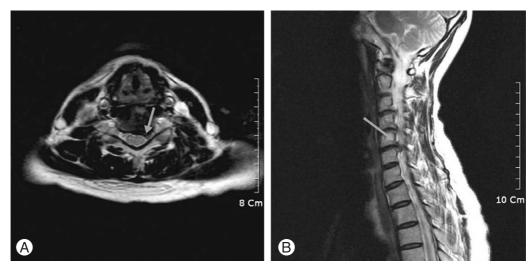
Imaging studies obtained in a 52-year-old woman (Case 2) who presented with severe neck and radicular pain on left upper extremity. Preoperative axial (A) and sagittal (B) T2 weighted MR image demonstrating a left C5-C6 disc herniation (arrow).
